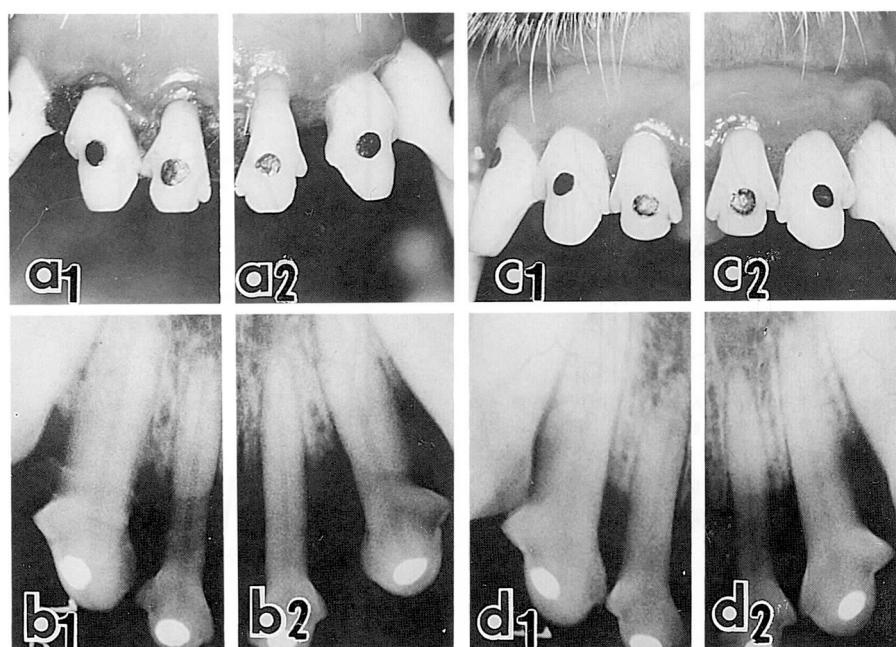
RP処置前およびRP処置後の口腔内写真とX線写真
